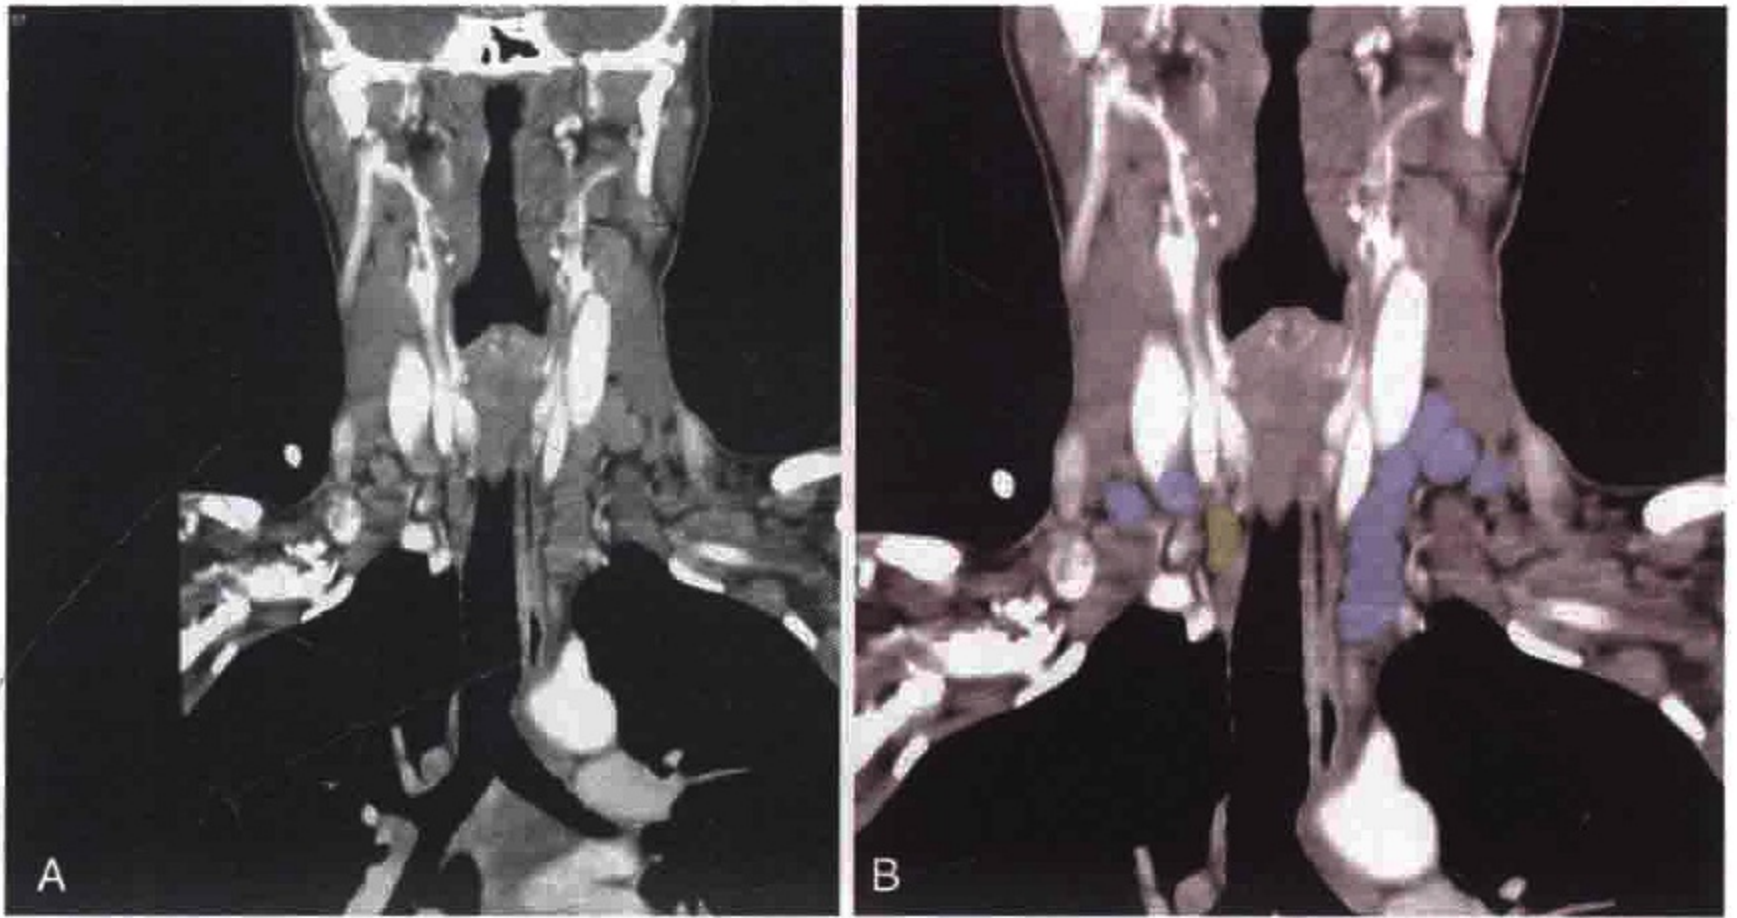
A. 冠状位 CT 增强扫描显示双侧肿大的 IV 区和 VI 区淋巴结。
